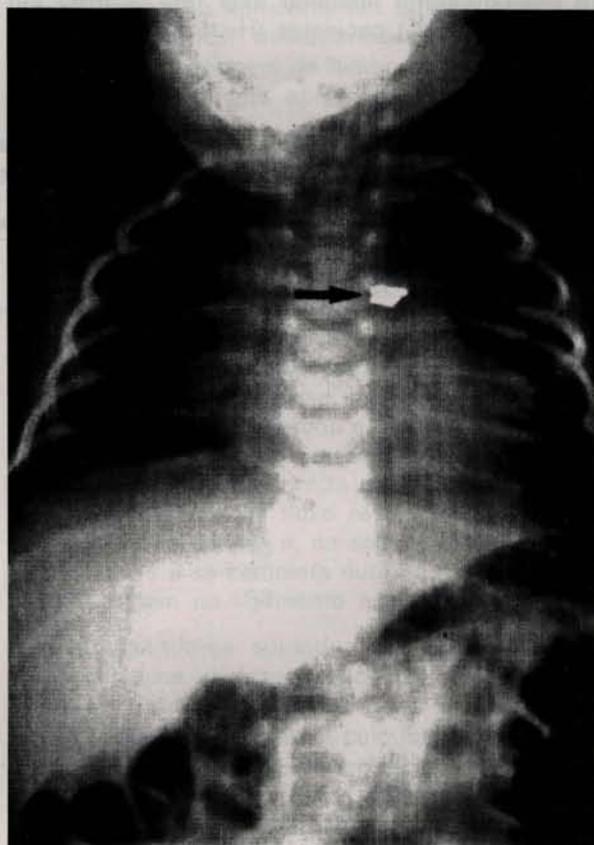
Radiografia do tórax após a operação. A seta indica a imagem da posição dos cliques metálicos utilizados para oclusão do canal arterial.
